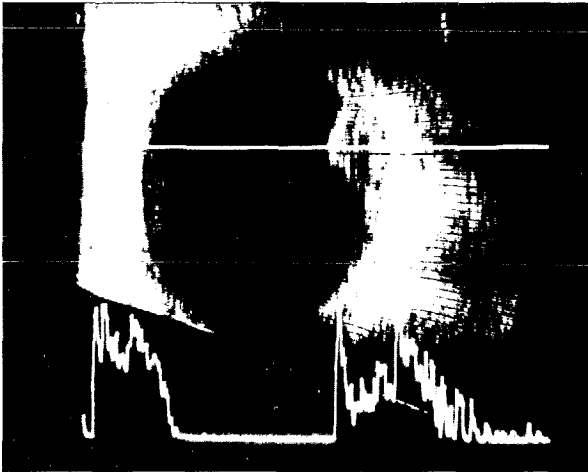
Ecografía ocular. Se puede apreciar la excavación coroidea típica del melanoma intraocular.
